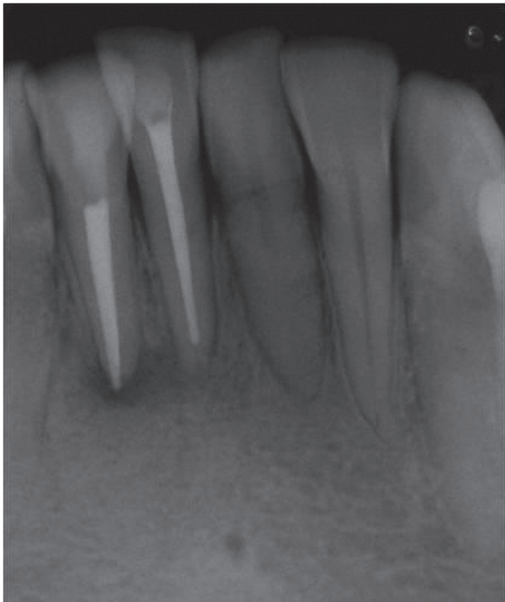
Imagem radiográfica periapical de preservação de um ano em que se nota a regressão da área de lesão
